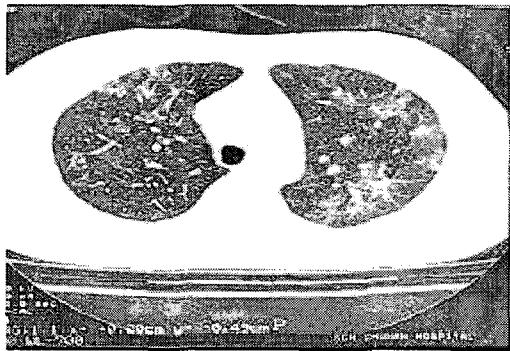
Chest CT: Multiple air space consolidation, interlobular septal thickening and ground glass opacity were observed in both the upper & lower lobes. These lesions showed no special predilection site and were patchily distributed in both lungs.
